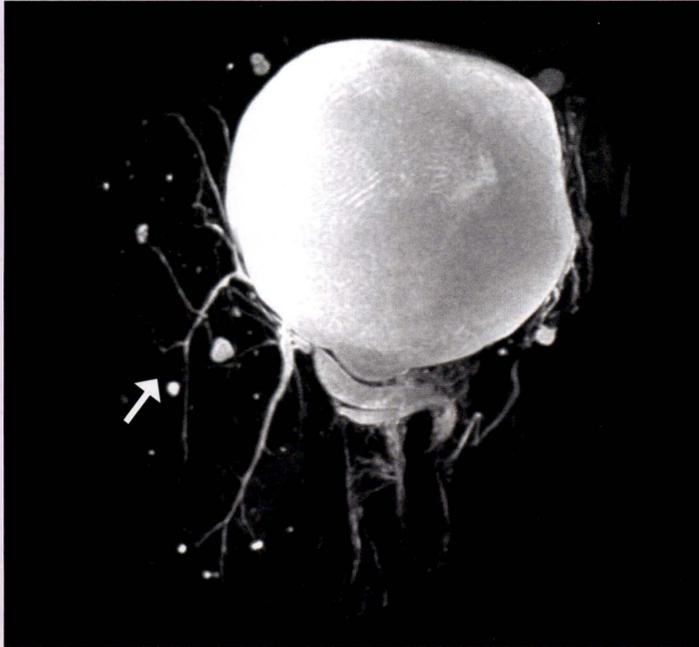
c. IRM, acquisition de bili-IRM : multiples kystes hépatiques simples visibles en hypersignal T2 liquidien.
